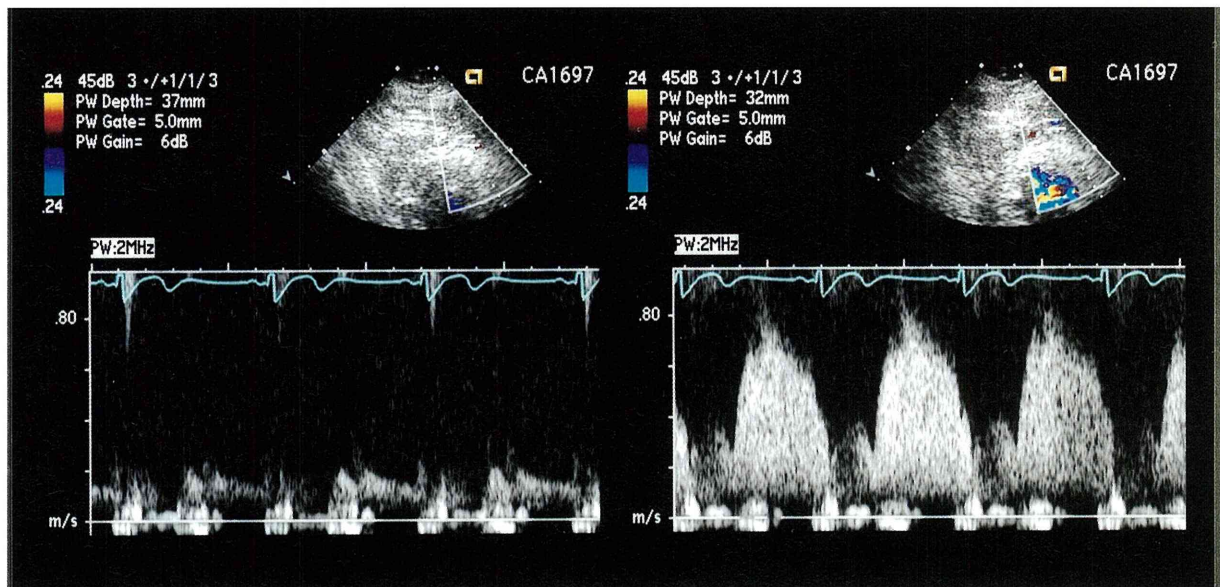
Spectral Doppler flows at rest (left) and during hyperemia (right) in a patient without significant stenosis of left anterior descending coronary artery.
